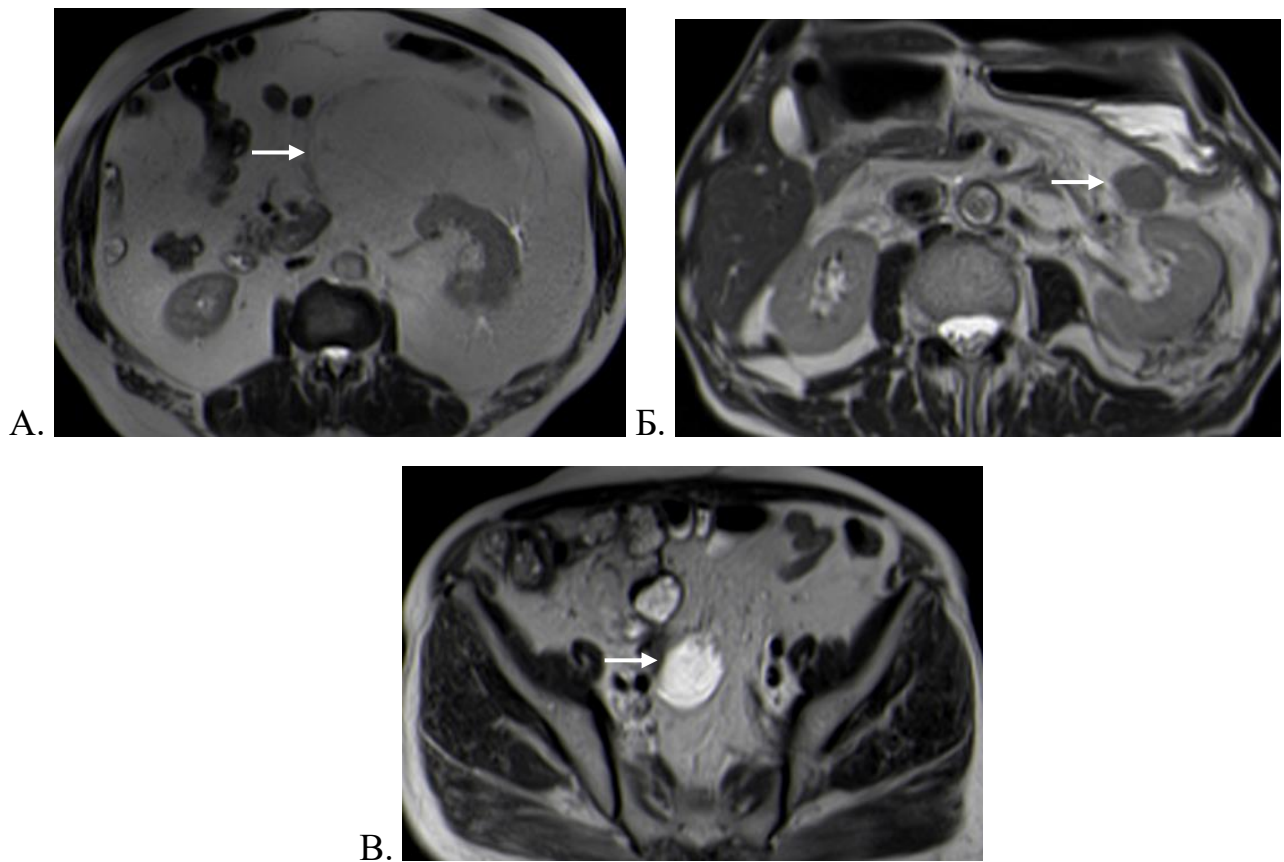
аксиальные МР-томограммы T2 HASTE абдоминальной области и малого таза: А – рецидив ВЛС, Б – рецидив ДЛС, В – рецидив МЛС
